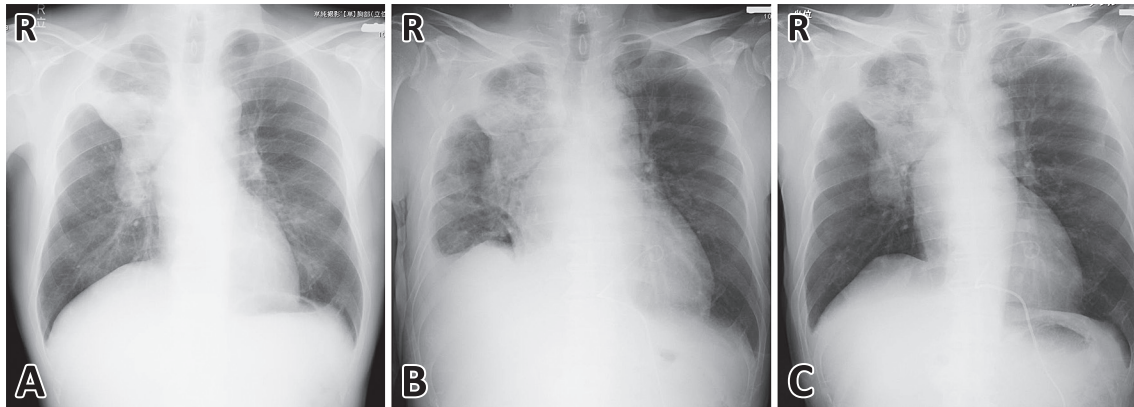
Sequential changes on chest X-ray before and after admission.
